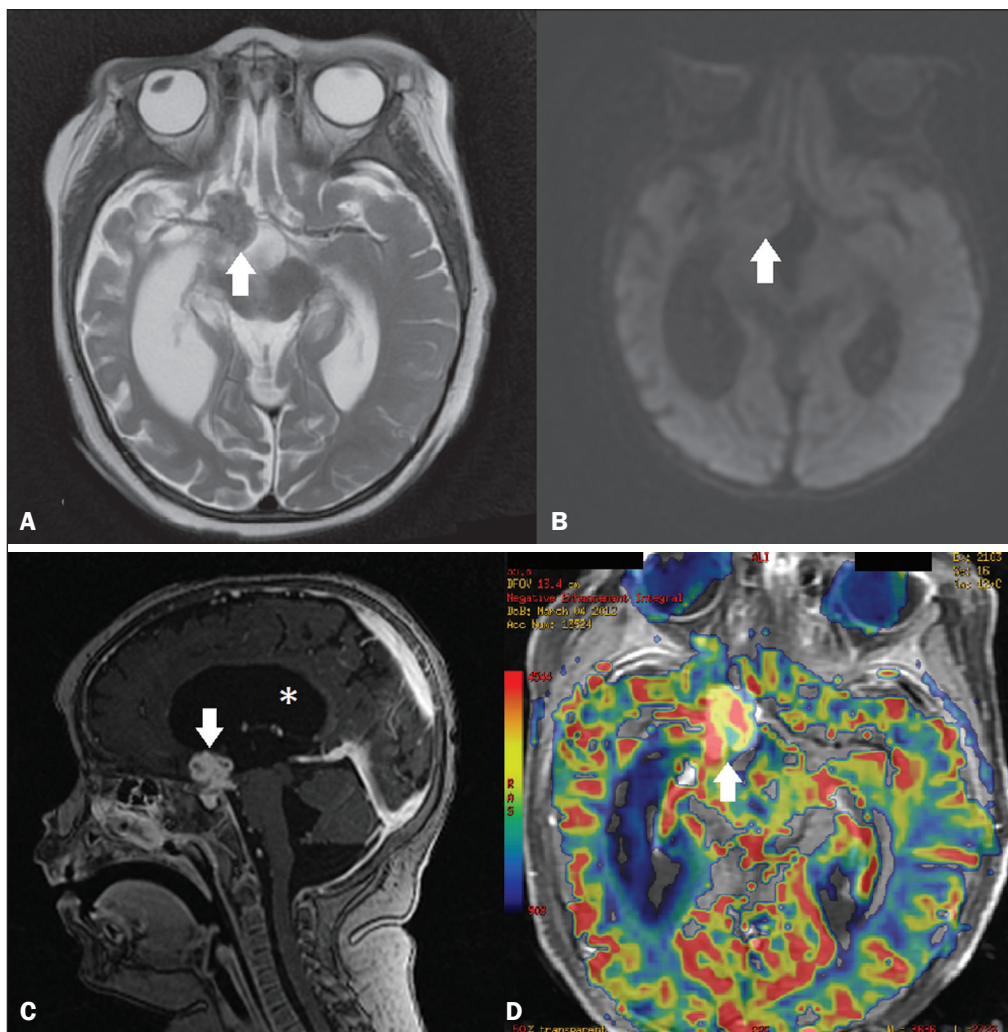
RM. A: T2, plano axial, demonstrando lesão supraselar hipointensa (seta) e redução volumétrica do lobo temporal direito. B: Sequência funcional pesada em difusão, plano axial, demonstrando ausência de difusibilidade restrita da lesão (seta). C: T1, plano sagital, pós-contraste, mostrando intenso realce pelo meio de contraste da lesão, às vezes apresentando áreas com captação anelar (seta). Observar, ainda, dilatação do ventrículo lateral (asterisco). D: Perfusão, plano axial sobreposto sob T1 pós-contraste, mostrando aumento do volume sanguíneo cerebral.
